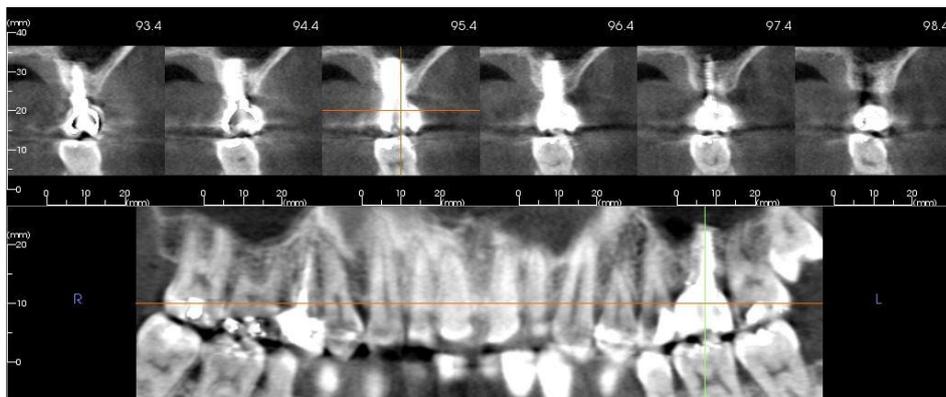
J. TC al año de la carga.
